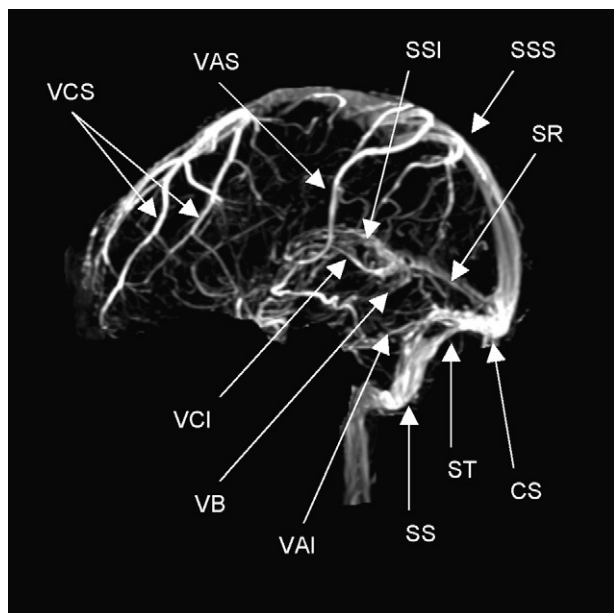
Anatomía normal de los principales senos venosos en imagen por resonancia magnética en fase venosa. CS: confluencia de los senos (presa de Herófilo); VAI: vena anastomótica inferior (de Labbé); VAS: vena anastomótica superior (de Trolard); VB: vena basal (de Rosenthal); VCI: vena cerebral interna (de Galeno); VCS: venas cerebrales superficiales; SR: seno recto; SS: seno sigmoideo; SSI: seno sagital inferior; SSS: seno sagital superior; ST: seno transversal o lateral.
